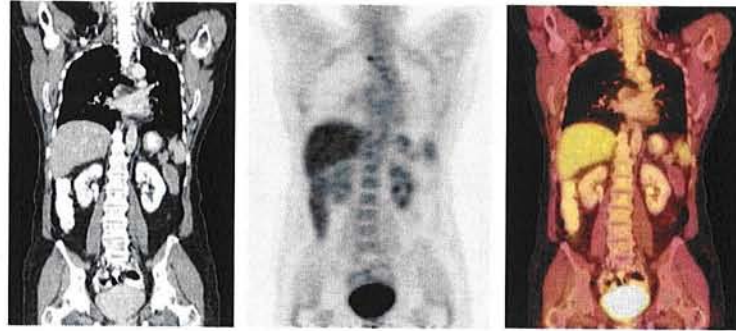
Exemplo de fusão de imagens obtidas com dois tomógrafos em um mesmo equipamento. À esquerda, a imagem de CT, no meio a de PET e à direita a fusão das duas.
